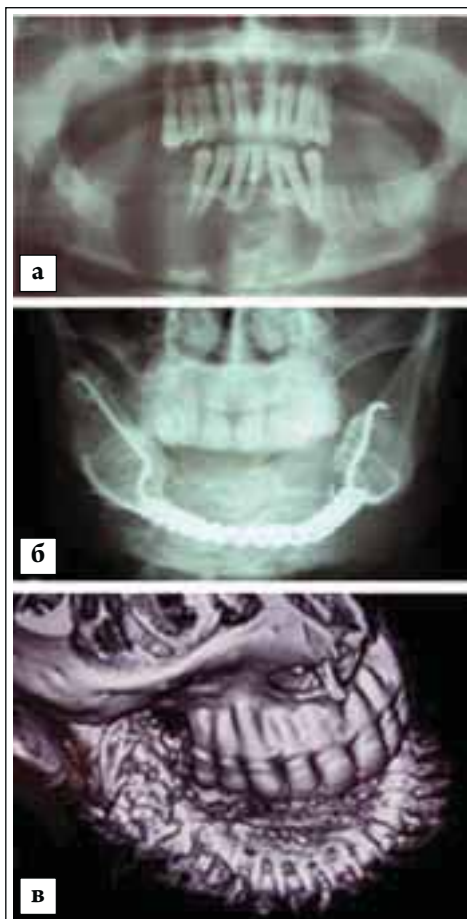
Повторная реконструкция нижней челюсти. Пациент С-в: а — локализация первичного очага опухоли, рентгенограмма; б — установка на боковых фрагментах эндопротезов-фиксаторов и между ними композитного эндопротеза костного дефекта, рентгенограмма; в — 3D визуализация нижней челюсти после первичной реконструкции, мультиспиральная компьютерная томография
